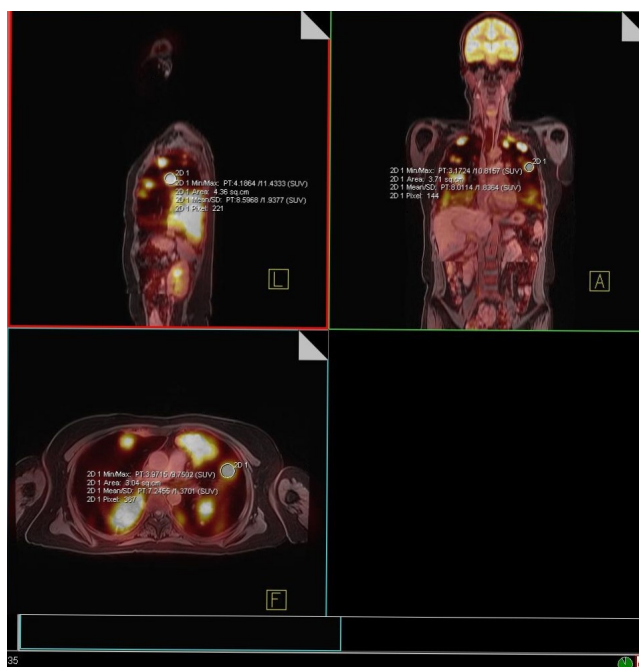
SUVs are a convenient measure for the evaluation of ¹⁸F-FDG PET-MRI images within a subject to study therapy monitoring/therapy response, and also for comparison between subjects.
